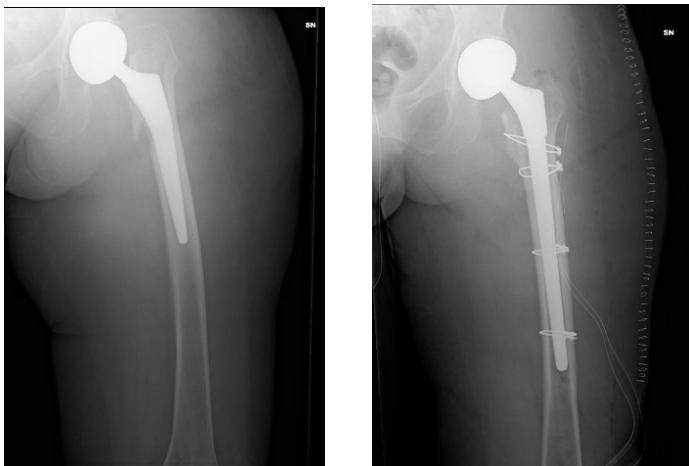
Immagini radiografiche preoperatorie e postoperatorie, in seguito alla frattura periprotetica.
